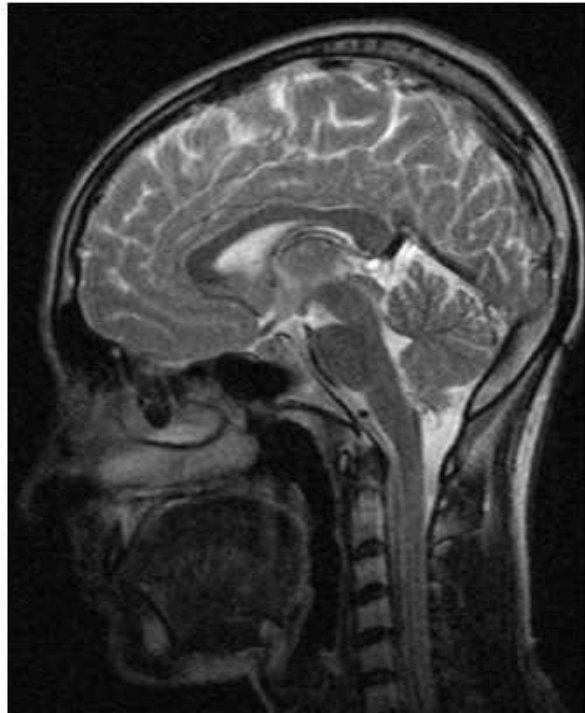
Клінічне спостереження №111. Пацієнт М-ов (амбулаторна карта №1323860). МРТ головного мозку. T2 ЗЗ (сагітальна проекція). Кіста шишкоподібної залози, діаметром до 0,5 см, по середній лінії, без мас-ефекту, МР-сигнал ізоінтенсивний ліквору.
